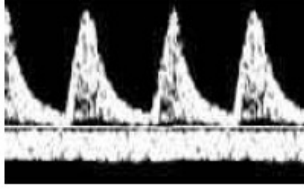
Ultrasonografi ile Umbilikal Arter Doppler Ölçümü
